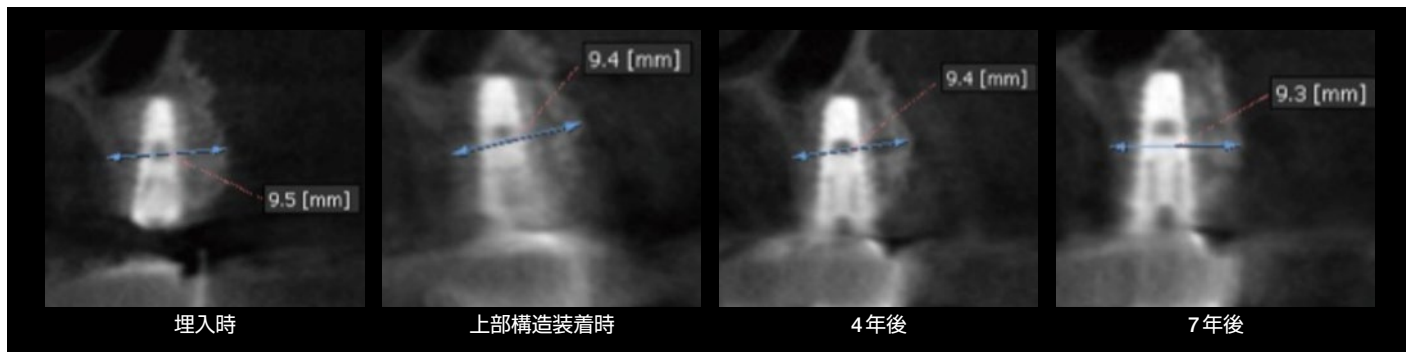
上顎白歯部骨造成部におけるCT像による経過推移。
